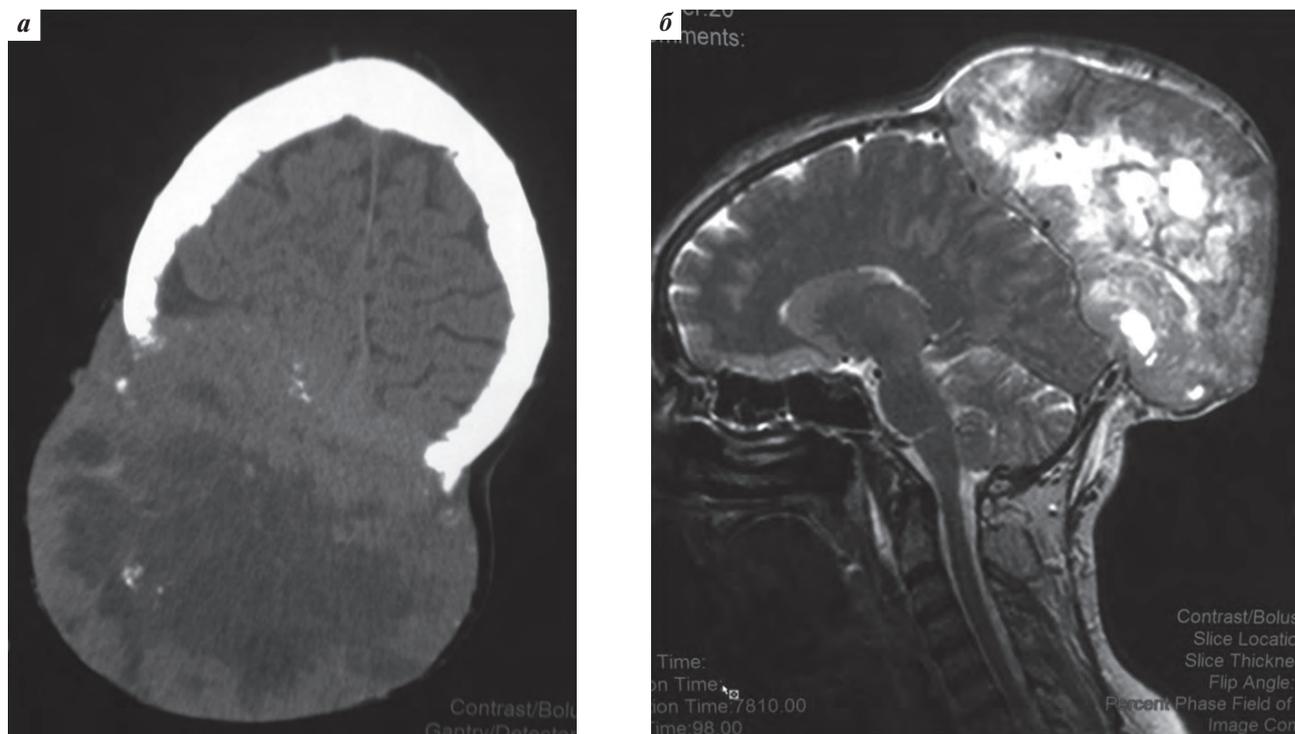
Пациентка М.: а – аксиальный срез КТ (без внутривенного контрастирования) на уровне верхних отделов теменных и лобных долей, определяется массивная экстракраниальная опухоль с зоной некроза, разрушающая теменные кости; б – сагиттальный срез МРТ, T2-взвешенное изображение (без внутривенного контрастирования), срез проходит практически по средней линии, определяется массивная опухоль, разрушающая задние отделы теменных костей и затылочную кость; граница с извилинами головного мозга прослеживается отчетливо
